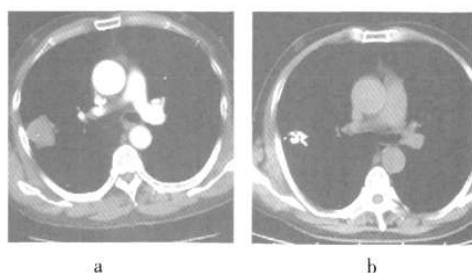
^{125}I 粒子植入治疗前后肺癌患者 CT 图像 患者男性, 65 岁, a 为粒子植入治疗前, b 为粒子植入治疗后, 术后病灶几乎完全消失, 仅存粒子影。
